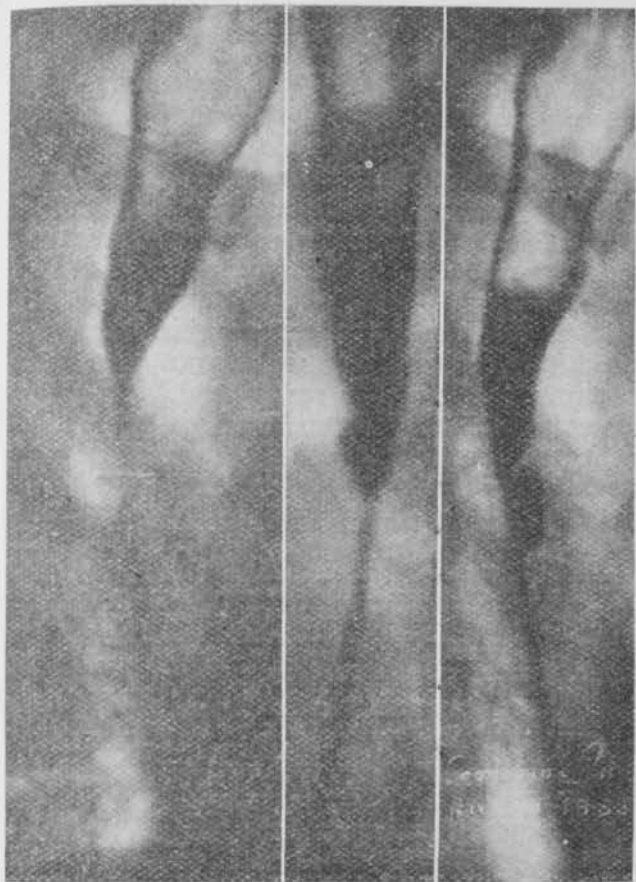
Ficha 10.028. Véase la permeabilidad lograda a los diez años de tratamiento y la dilatación del esófago por encima de la estrechez. (Radiografías doctor DURAN.)
